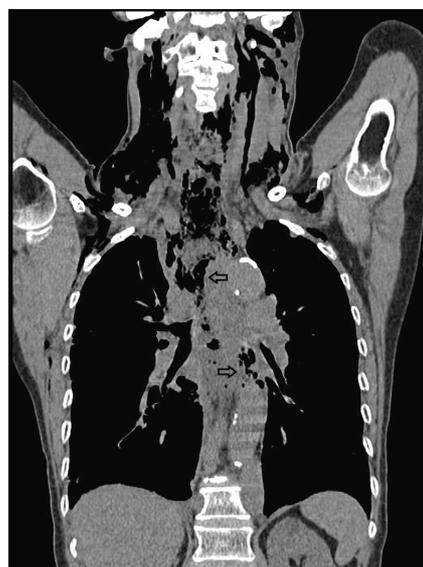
(A). Extensive pneumomediastinum (arrows) is shown in this coronal non-contrast CT image of a 74-year-old woman with rupture of the esophagus victim of blunt trauma.
